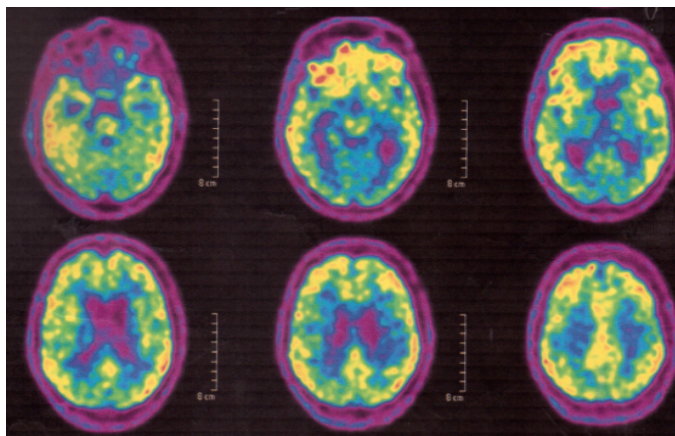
^{18}F -ФДГ ПЭТ пациента У. — диффузный гипометаболизм глюкозы в обеих затылочных долях (больше левой), в лобной и височной долях левого большого полушария, левых подкорковых ядрах, правом и левом таламусах
